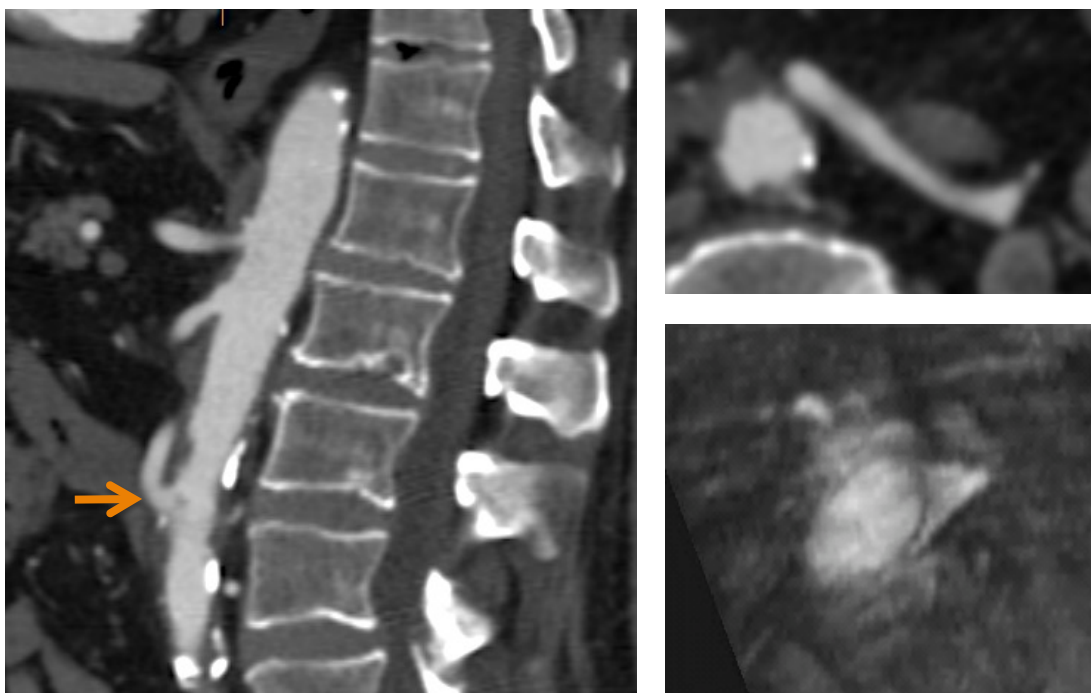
Reconstrucción sagital de la angio-TC donde se identifica la arteria renal izquierda con origen anterior en la aorta y dirección caudo-craneal (flecha naranja). No hay evidencia de estenosis en toda su longitud en la TC (arriba-derecha), mientras que en la ARM-TOF (abajo-derecha) se observa ausencia de señal, lo cual da lugar a un falso positivo.
